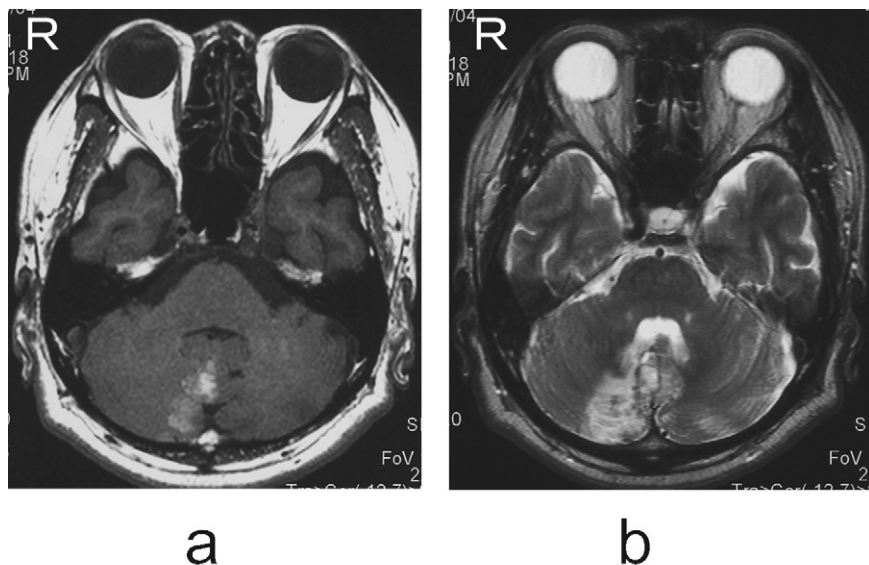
症例1 頭部MRI a T1強調像 b T2強調像
